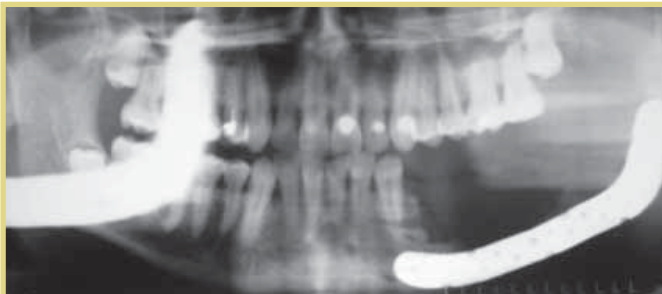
Пациент Ш. Контрольная обзорная рентгенограмма после оперативного вмешательства
